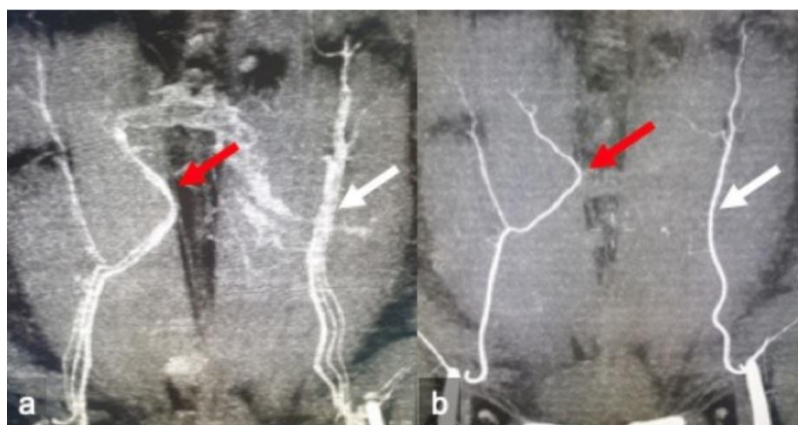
Варианты ветвления ГНЭА по Тэйлору, Корональная МIP-реконструкция мягких тканей передней брюшной стенки, справа – II тип ветвления ГНЭА (красная стрелка), слева – I тип ветвления ГНЭА (белая стрелка) , (адаптировано из D'Angelo, A.; Cina, A.; Macri, G.; Belli, P.; Mercogliano, S.; Barbieri, P.; Grippo, C.; Franceschini, G.; D'Archi, S.; Mason, E.J.; etal. Conventional CT versus Dedicated CT Angiography in DIEP Flap Planning: A Feasibility Study. J. Pers. Med. 2021, 11, 277. <https://doi.org/10.3390/jpm11040277>)
